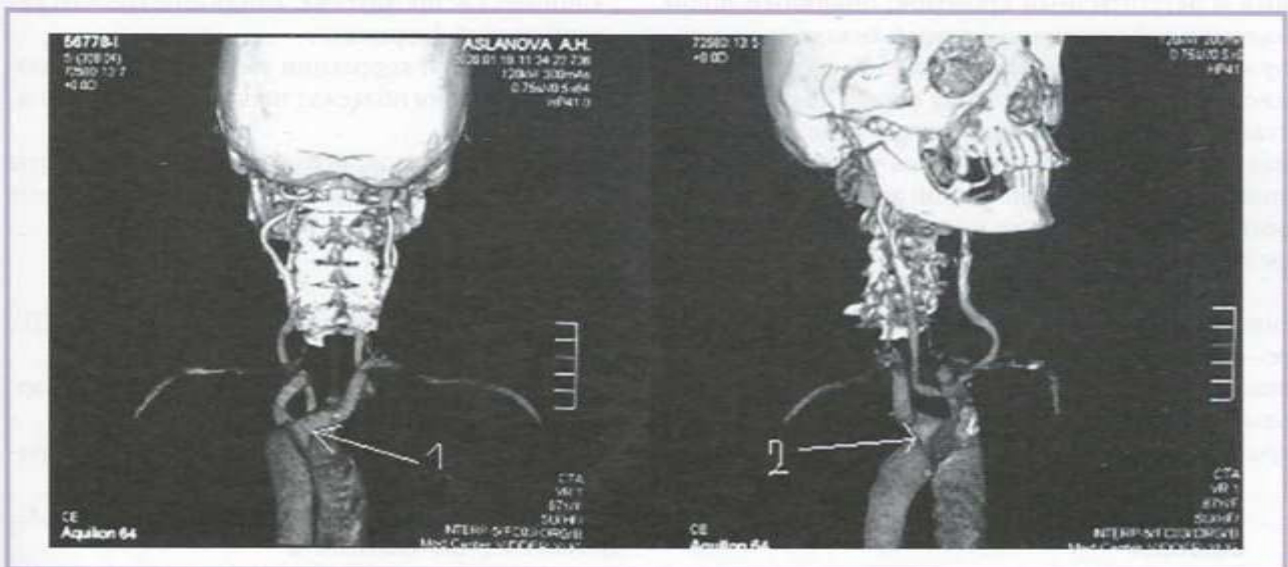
МСКТ-ангиограммы ветвей дуги аорты до операции.
